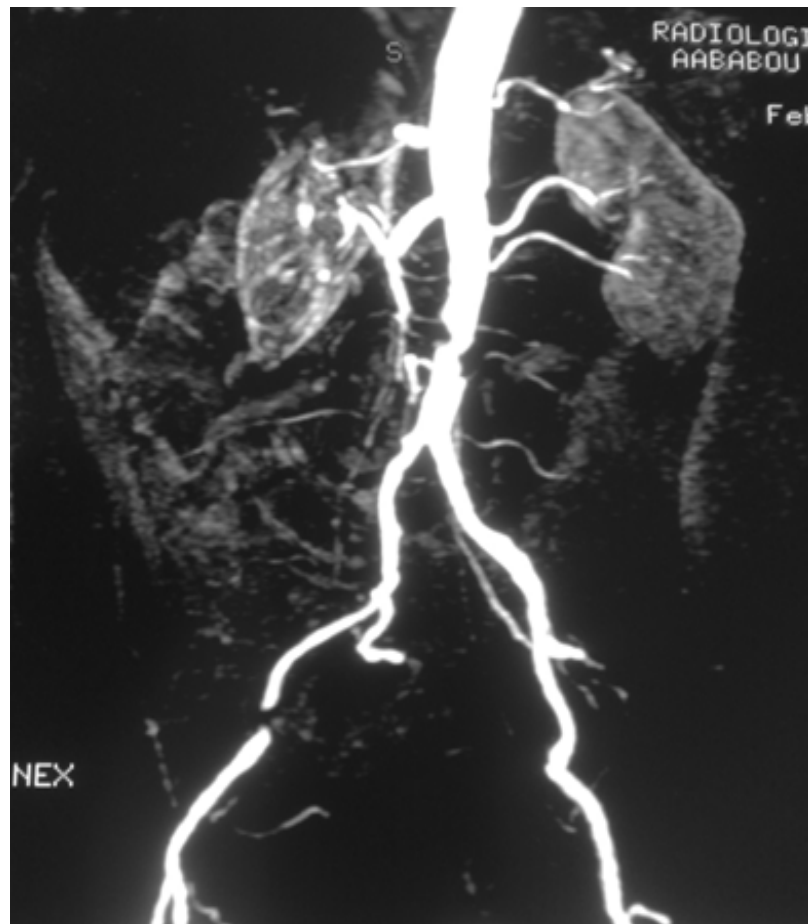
angio IRM du cas 03 présentant une sténose de l'aorte abdominale et une sténose de AIE droite(1)
